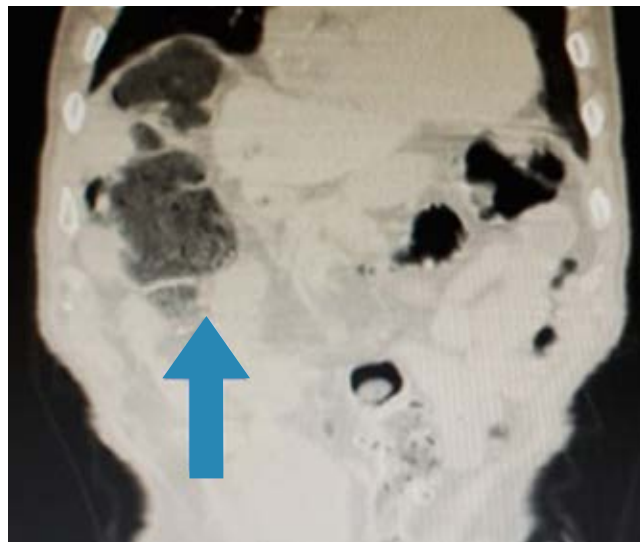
Tomografía abdominal con visualización del ángulo hepático del colon interpuesto entre la glándula hepática y el diafragma.
